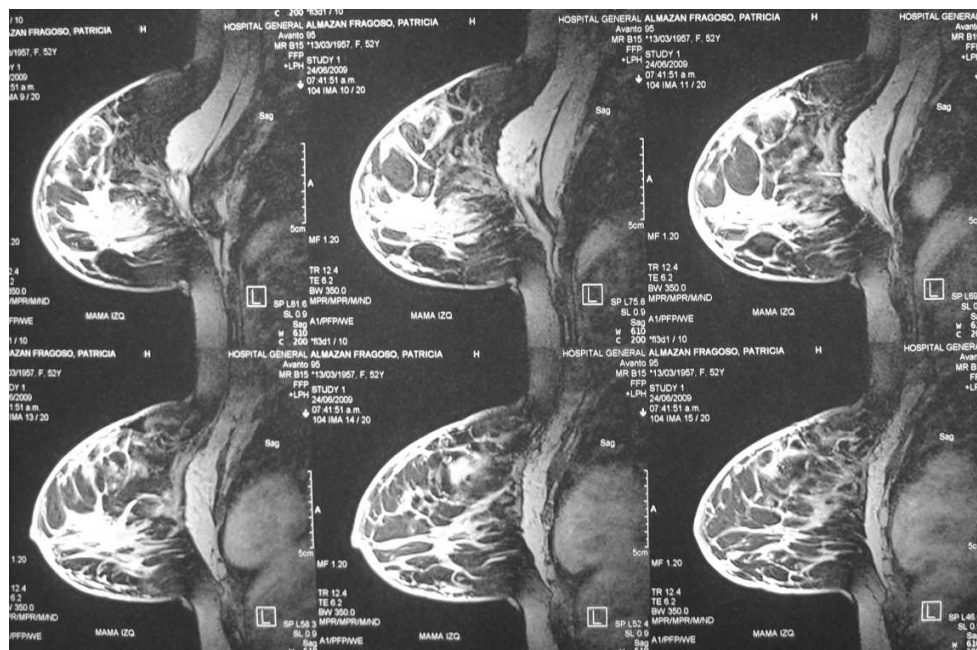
Uno de los criterios para la realización de la resonancia magnética son: la prótesis
